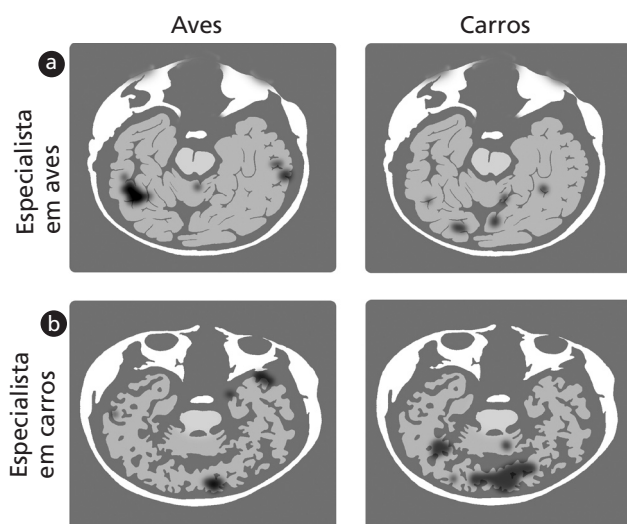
PET-scan mostrando as áreas de ativação cortical em indivíduos conhecedores de pássaros e de carros. Observa-se que as regiões são ativadas quando o indivíduo vê um pássaro ou um carro, e que a intensidade de sinal aumenta quando o indivíduo vê a imagem da qual ele é conhecedor.
